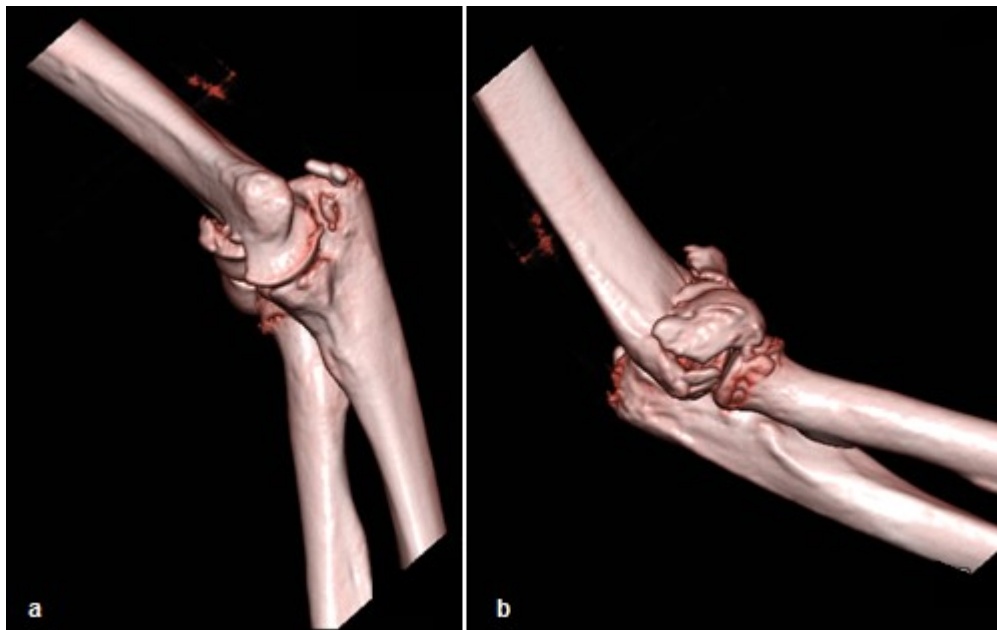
3D-CT-Rekonstruktion der in Abb. 8 gezeigten distalen Humerusfraktur
